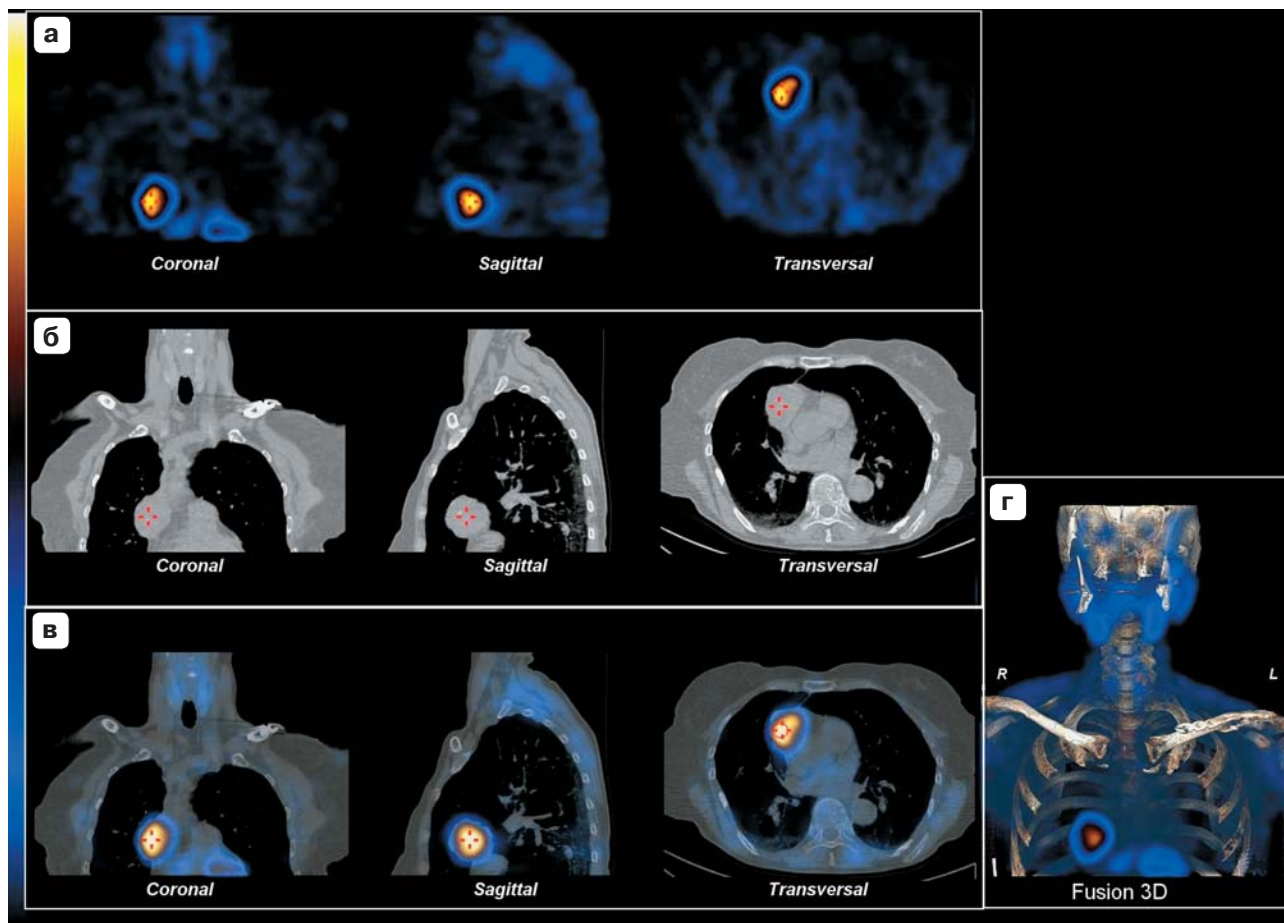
Результаты гибридного исследования ОФЭКТ/КТ. а – ОФЭКТ, срезы; б – КТ, срезы; в – совмещенные изображения ОФЭКТ/КТ, срезы; г – ОФЭКТ/КТ, трехмерное изображение.
